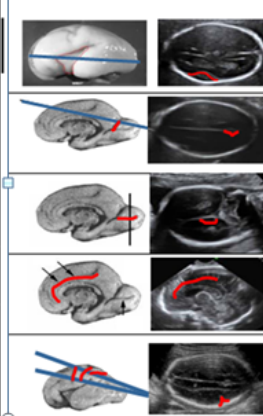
Patrón de aparición de surcos y cisuras en ecografía 2D. Modificada de Toi et al. (2004). *Primer surco de la convexidad (central, precentral, postcentral o temporal superior).
